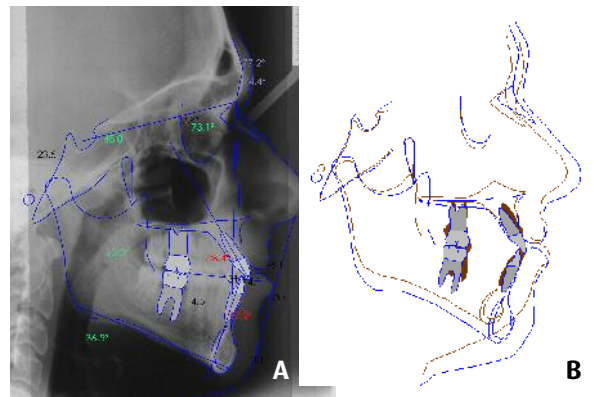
a) Telerradiografia e traçado cefalométrico pós-tratamento. b) sobreposição do traçado cefalométrico pré e pós-tratamento.
